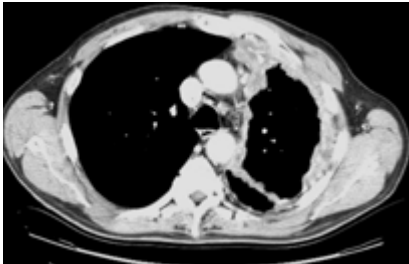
TDM : mésothéliome pleural, épaissement irrégulier et circonférentiel de la plèvre.
